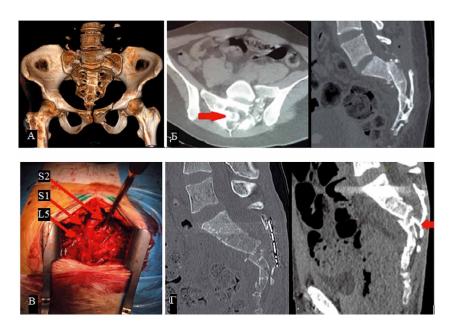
Компьютерная томография нестабильного перелома костей таза с 3D реконструкцией в прямой проекции (а). КТ оскольчатого перелома крестца, с компрессией крестцового канала костным отломком S1 позвонка -указан красной стрелкой, КТ в аксиальной и боковой проекциях до и после ляминэктомии на уровне L5-S1-S2 (б). Интраоперационное фото, поле открытой декомпрессии крестцового канала на уровне L5-S1-S2, красной стрелкой указан дуралный мешок и корешки L5-S1-S2 (в). КТ оскольчатого перелома крестца, с компрессией крестцового канала костным отломком S3 позвонка — указан красной стрелкой, КТ в боковой проекции до и после выполнения декомпессии крестцового канала на уровне S2-S3-S4 с пластикой трепанационного дефекта титановой пластиной (г).
